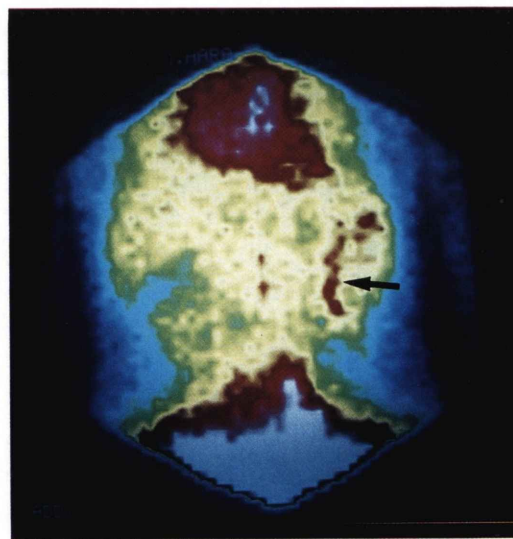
Per-rectal portal scintigram for case 2. Black arrow shows the collateral between superior mesenteric vein and ovarian vein.
